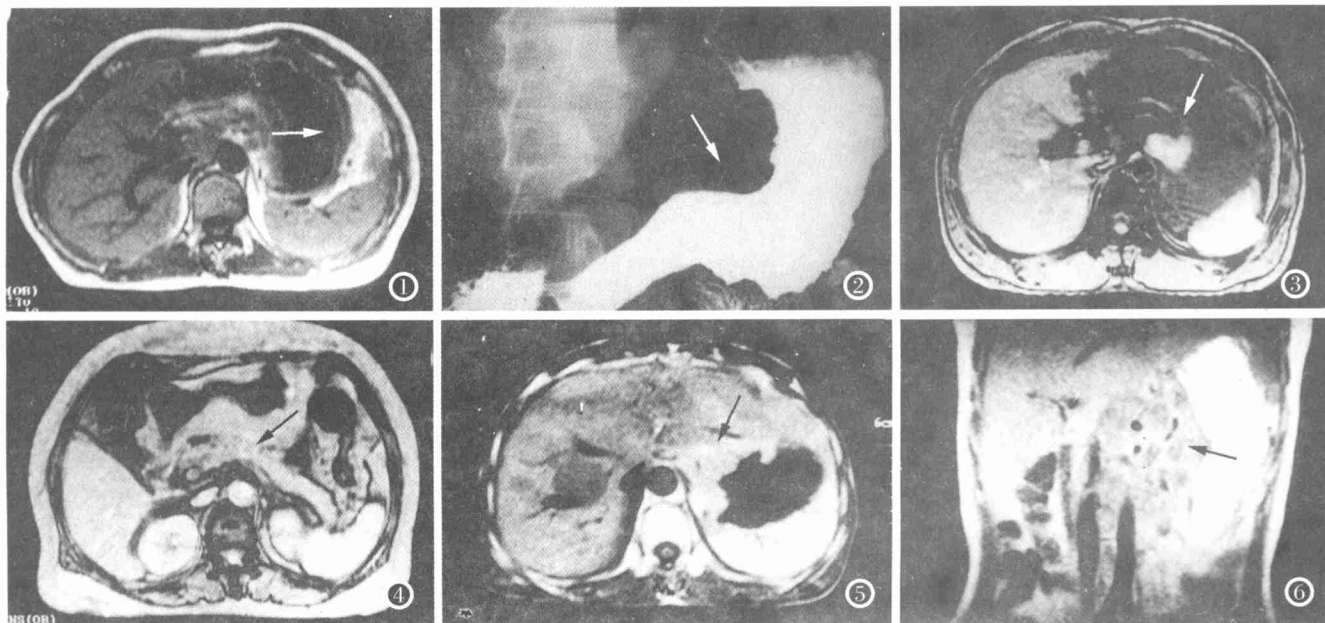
浸润型胃癌 MRI 增强扫描:增厚的胃壁呈分层样强化。
